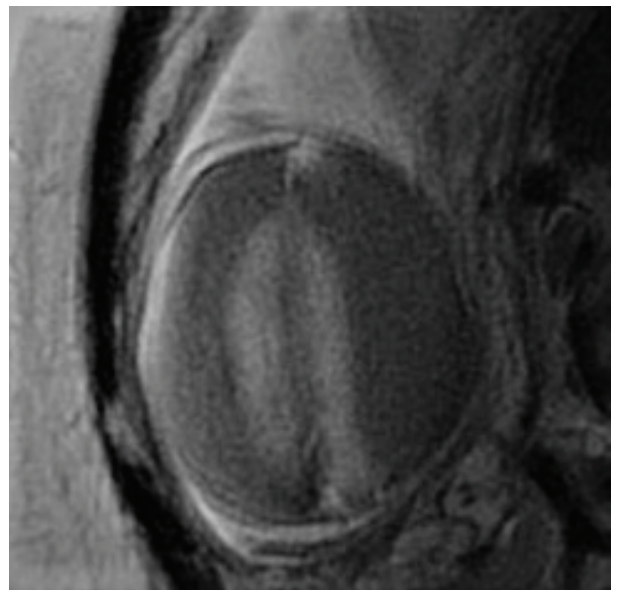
Fetal MRI demonstrates atrophic brain hemispheres
